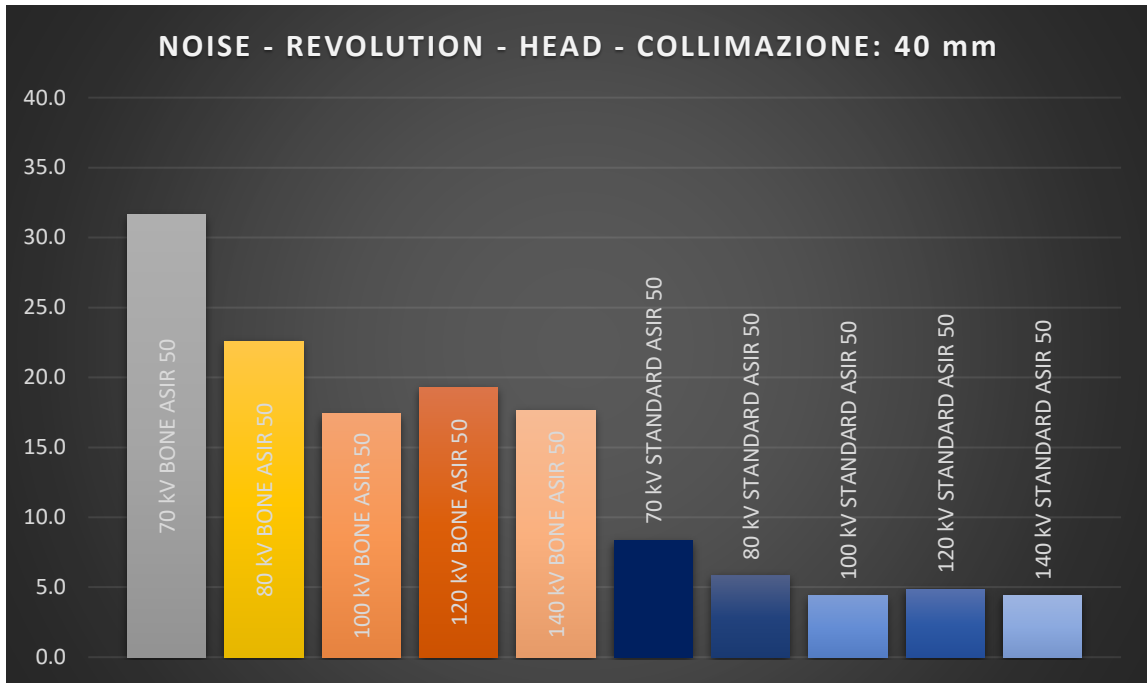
RUMORE AL VARIARE DELLE ENERGIE IN CT REVOLUTION, COLLIMAZIONE 40 mm, LIVELLI DI RICOSTRUZIONE INTERMEDI, ACQUISIZIONE HEAD
